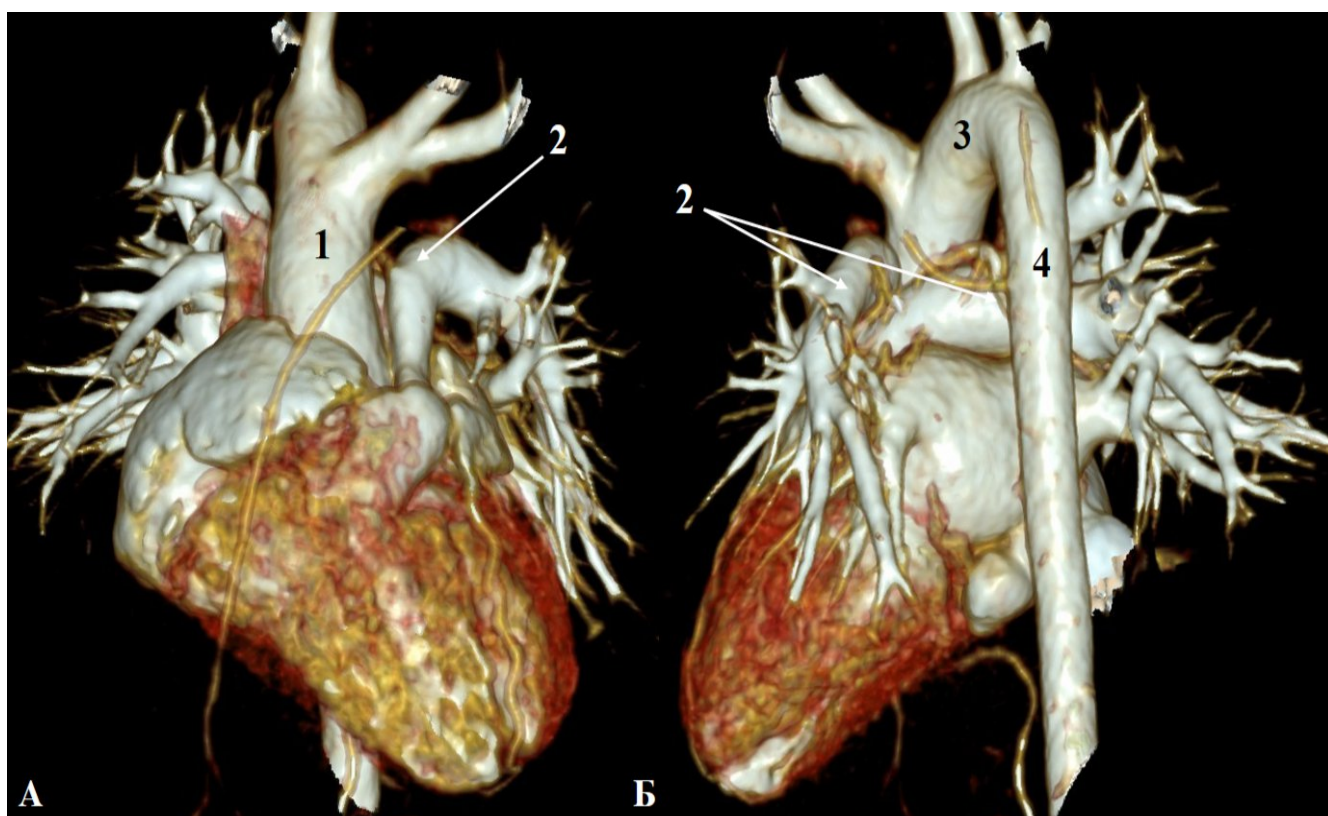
Пациент Р., 153 дн., ТФ. МСКТ до операции с внутривенным болюсным контрастированием.
